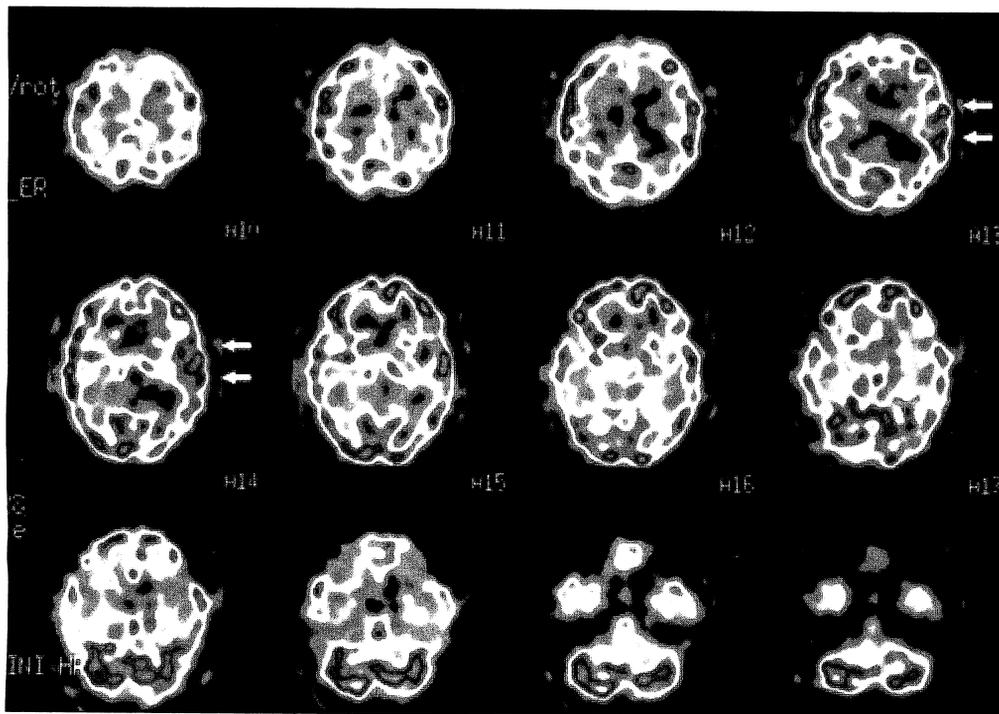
^{123}I -HMP SPECT during sustained intrathecal administration of nicardipine on the day 7 after subarachnoid hemorrhage onset. Note an increasing of cerebral blood flow in the left cortical region around sylvian cistern (arrows).
